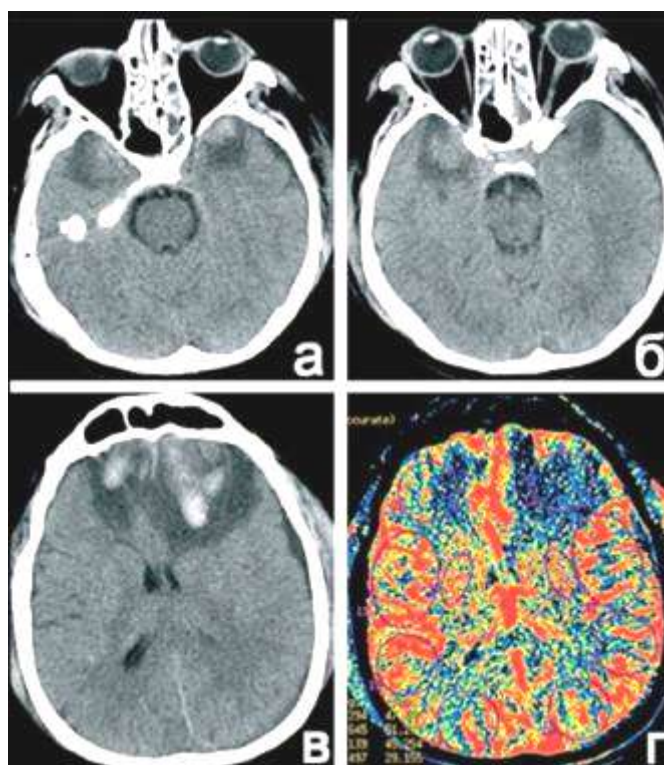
Данные КТ и КТ – перфузии пациента 29 лет на 4 сутки после травмы. Тяжелая ЧМТ в результате нападения. Кома 8 баллов по ШКГ после стертого светлого промежутка. КТ – признаки ушибов лобных и височных долей (а-в). Карта rCBF (г) – табл. 35.
